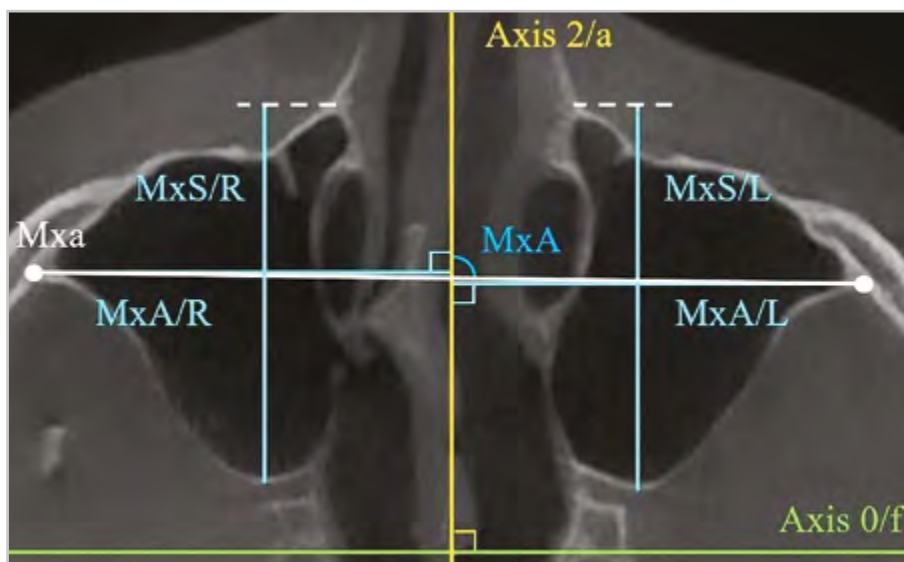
КЛК-томограммы в аксиальной проекции. Угловые и линейные параметры тела верхней челюсти
